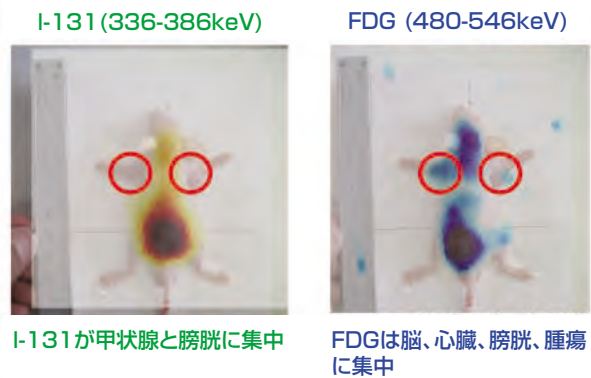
両肩に腫瘍を持ったマウスのDual Tracer画像、FDGではどちらの腫瘍も捕らえられているが、Iでは集積が見られない。
